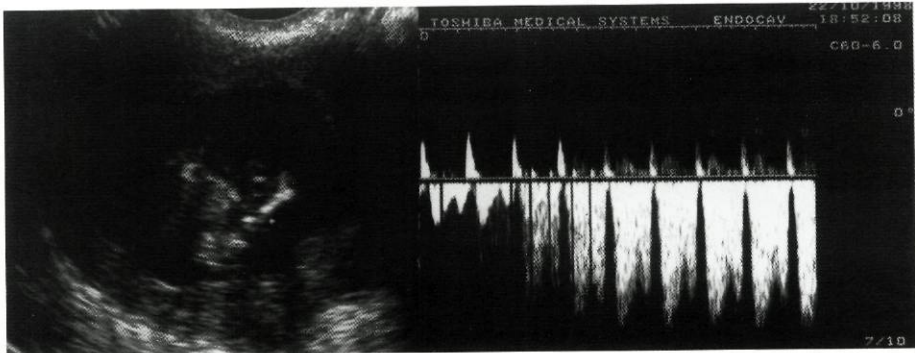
Feto de 12 semanas com fracturas múltiplas e um diâmetro torácico significativamente inferior ao diâmetro abdominal, sugerindo o diagnóstico de osteogênese imperfecta (posteriormente confirmada). Este feto apresentava translucência da nuca aumentada (TN= 3,4 mm) e um padrão anormal da onda de fluxo obtido por fluxometria Doppler no ducto venoso (fluxo invertido durante a contração auricular).
